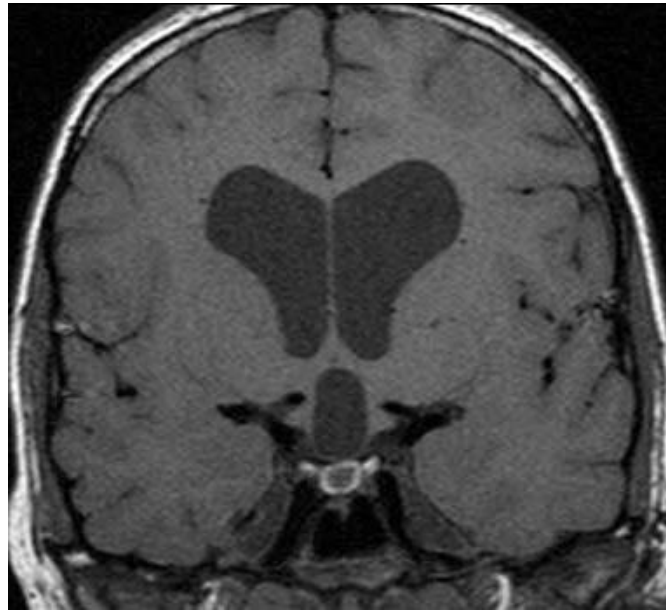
b IRM. Coupe coronale.
